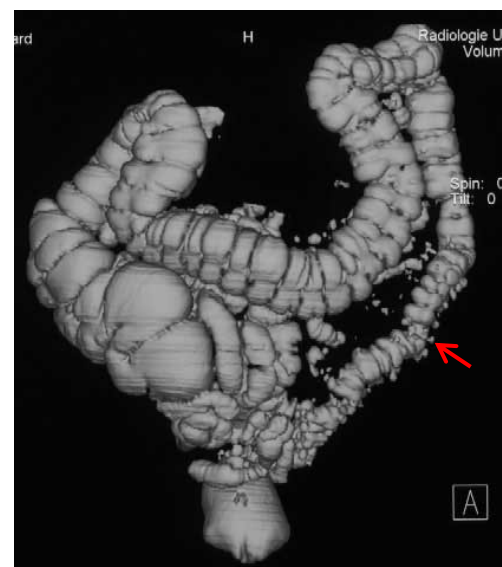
Virtuelle CT-Koloskopie
